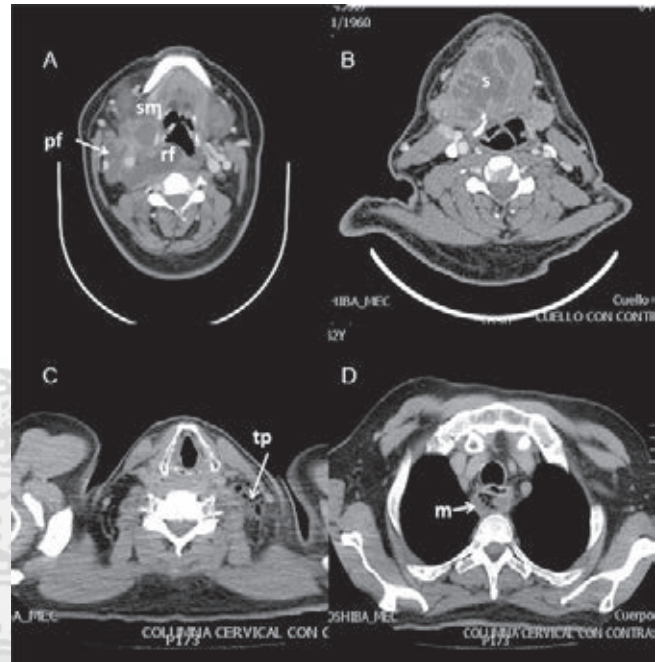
Tomografía computada de cuello donde se observa: A. colección en espacios submaxilar (sm), parafaríngeo (pf) y retrofaríngeo (rf); B. colección en espacios submentoniano y submaxilar (s); C. gas en el triángulo posterior izquierdo (tp); D. colección y gas en mediastino posterior.
